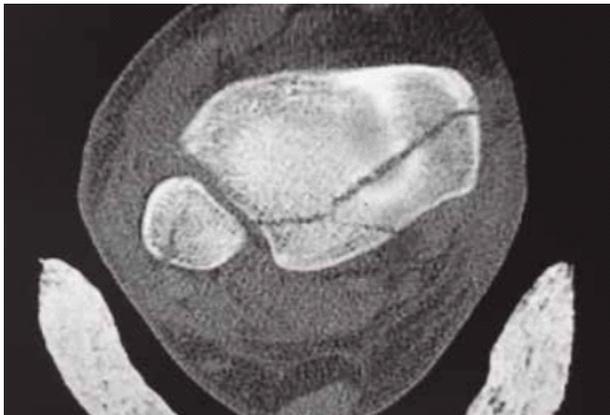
Imagen de tomografía computarizada de una fractura de tipo 3 de Bartonicek y de tipo II de Haraguchi
